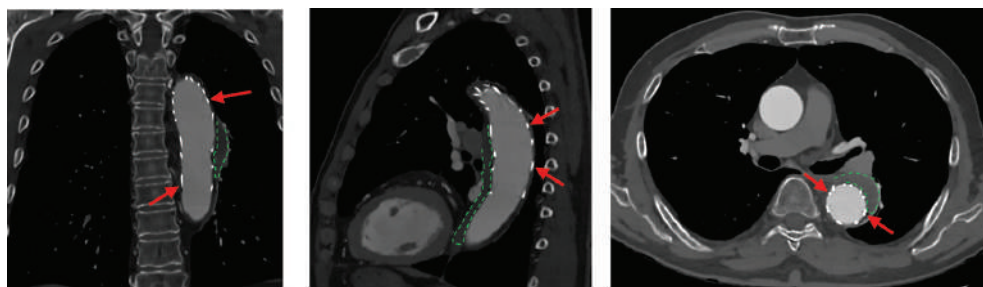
Контрольная МСКТ-ангиография грудного отдела аорты через 1 месяц: красные стрелки – металлический каркас стент-графта; зеленый пунктир – ИМГ
